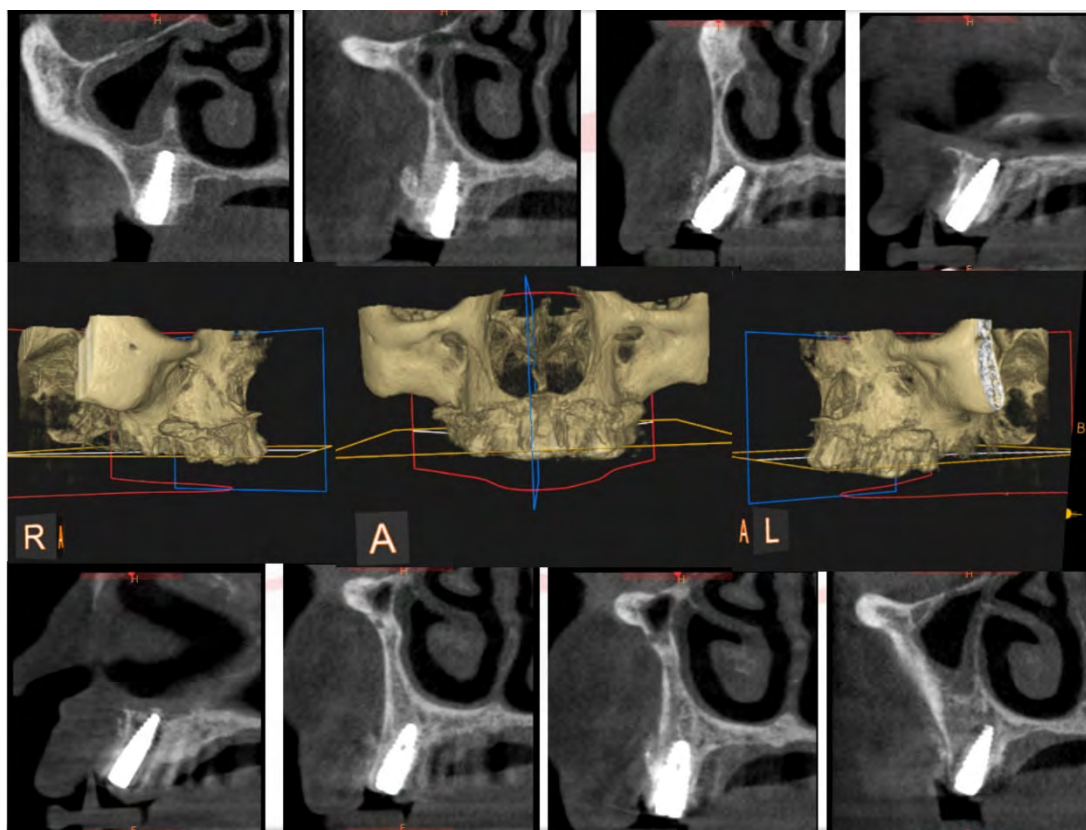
Prerje të CBCT-së që tregojnë kockën në regionet e implantuara
